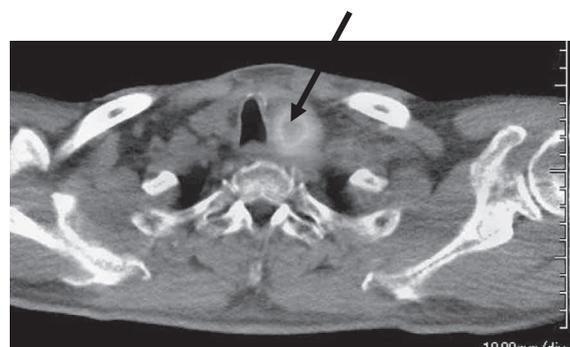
PET/CTでは頸部リンパ節にFDG集積をともなう腫脹を認め、転移と考えた (矢印)。上部消化管内視鏡では頸部食道に高度な圧排性狭窄を認めた。
